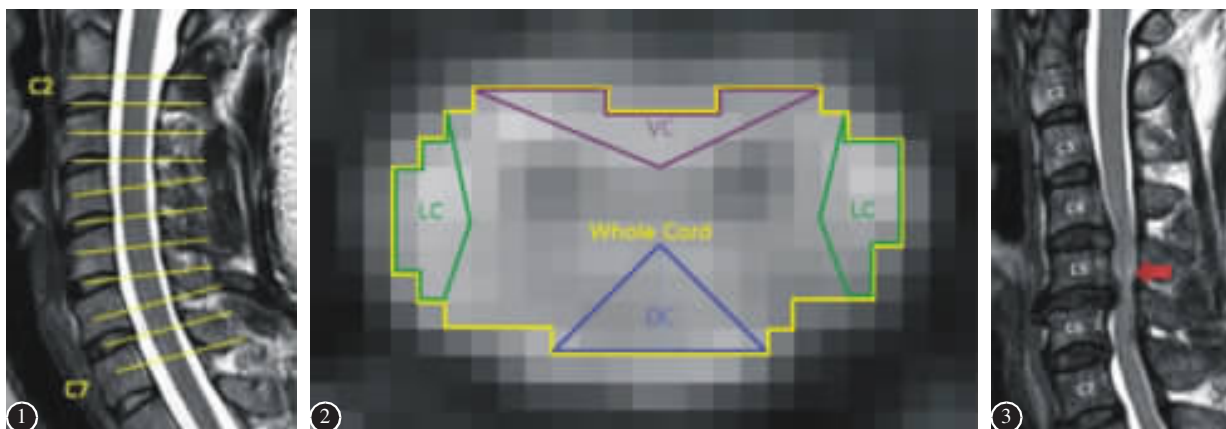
颈椎 MRI T2 加权像矢状位像上显示 DTI 轴向扫描布局 图 2 在提取的 FA 图像中确定各脊髓神经束的感兴趣区,包括全脊髓(whole cord,WC)、脊髓前束(ventral column,VC)、侧束(lateral column,LC)及后束(dorsal column,DC) 图 3 MRI T2 加权像矢状位像上 C5/6 脊髓高信号
